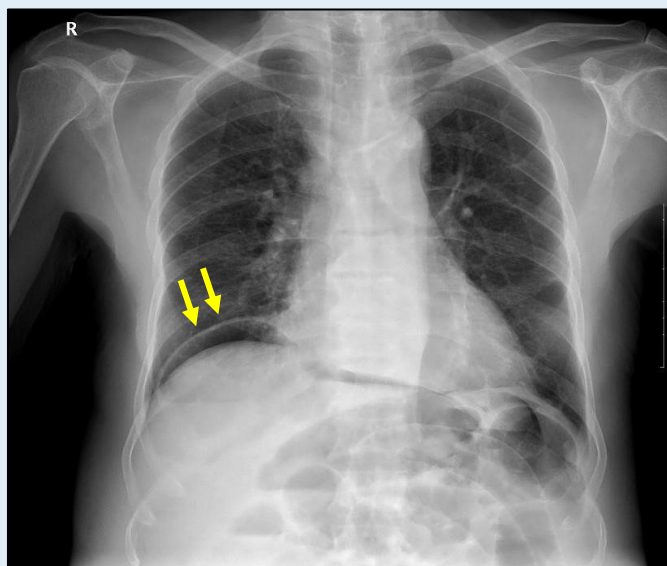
Telerradiografia de tórax - Pneumoperitoneu.
